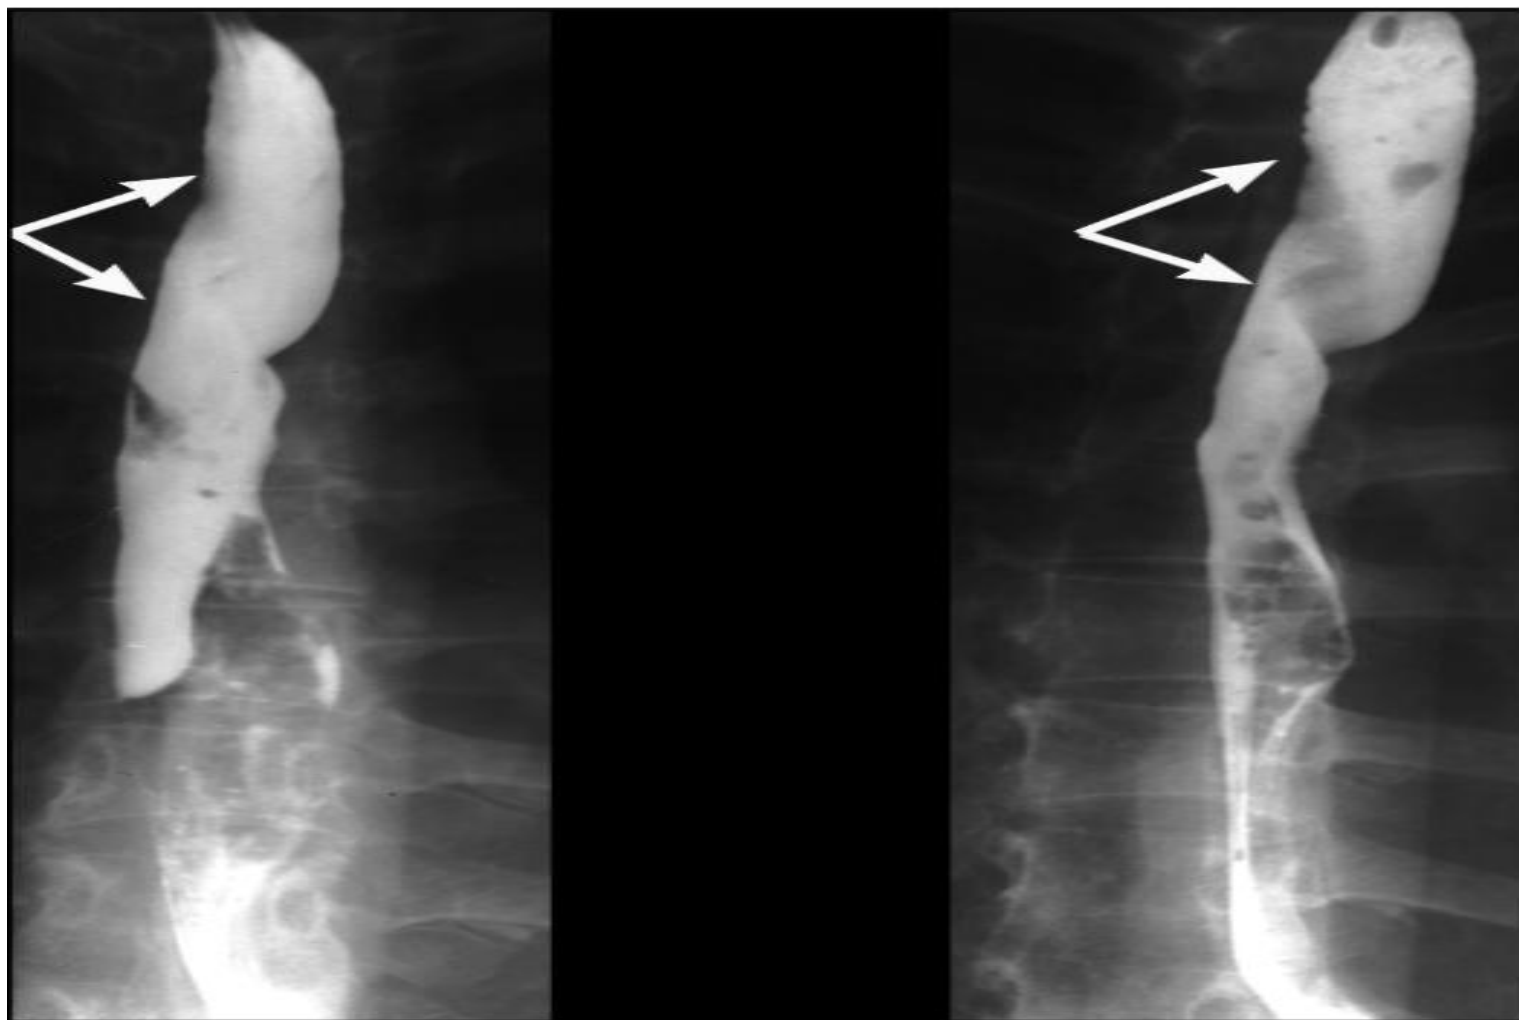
Рентгенограммы пищевода. Пульсионные дивертикулы:
